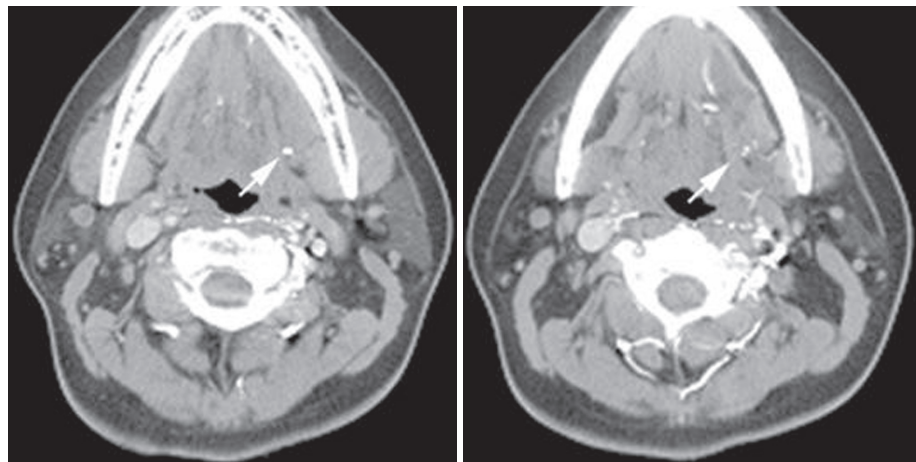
Axial view of neck CT scan before resection of the left submandibular gland. There were stones in the left mouth floor.
